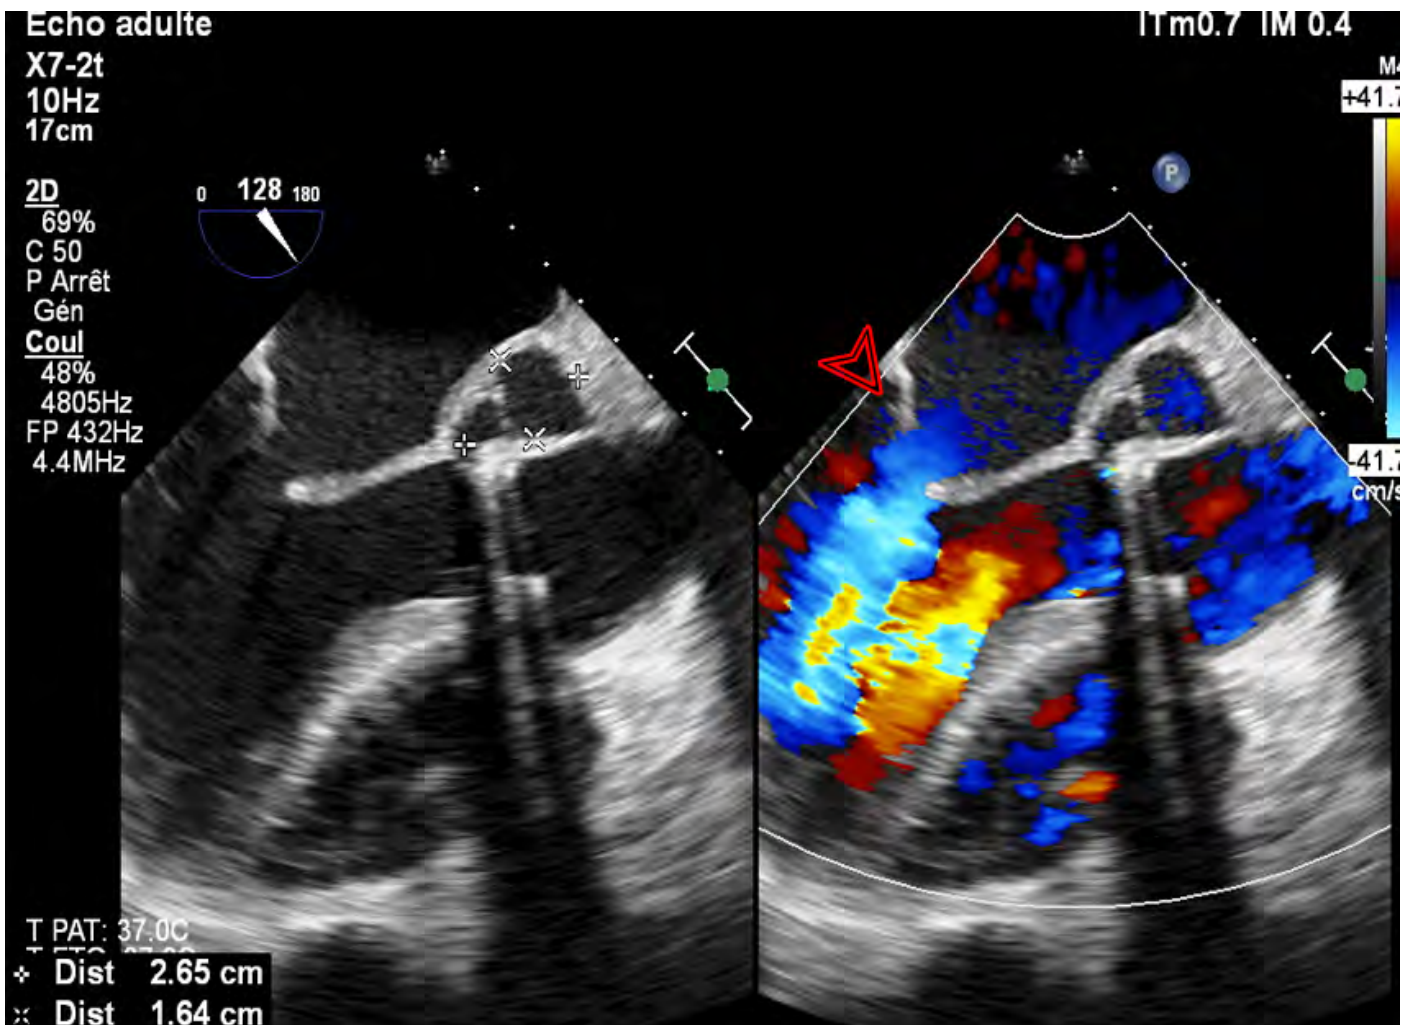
Échographie trans-œsophagienne post opératoire (coupe mi-œsophagienne 3 cavités 120 degrés) montrant une collection anéchogène post détersion chirurgicale de l'abcès de l'anneau
